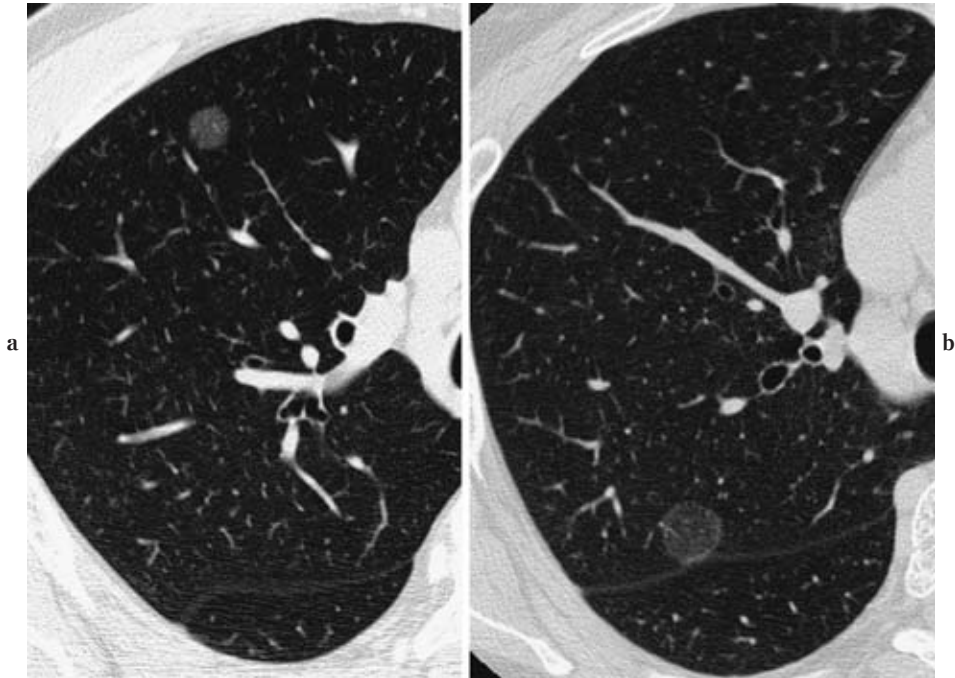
(a) CT shows a pure GGO 8 mm in diameter pathologically proven AAH. (b) CT shows a pure GGO 13 mm in diameter pathologically proven type A BAC. BAC: bronchiolo-alveolar carcinoma.
